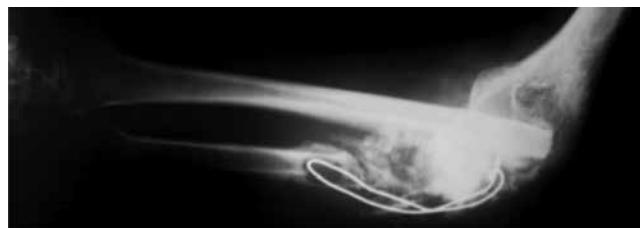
Radiografía AP de antebrazo al ingreso.
